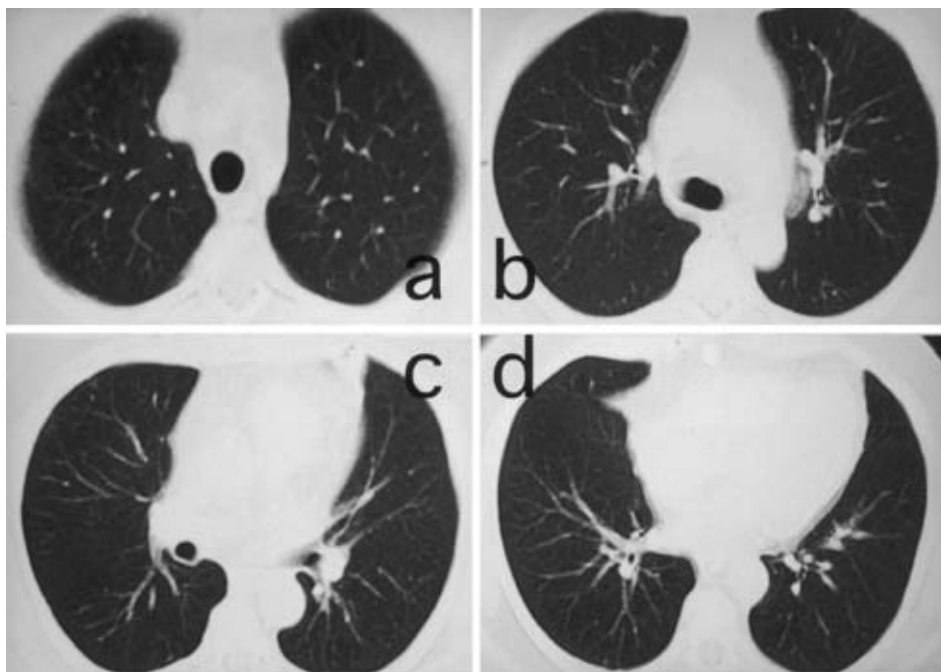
Chest CT (1cm collimation) obtained at the same time as figure 4 (2 years after admission). There was the post-infectious sequela in the left lingular segment (C), however, ground glass opacity could not be detected in any other slices.
